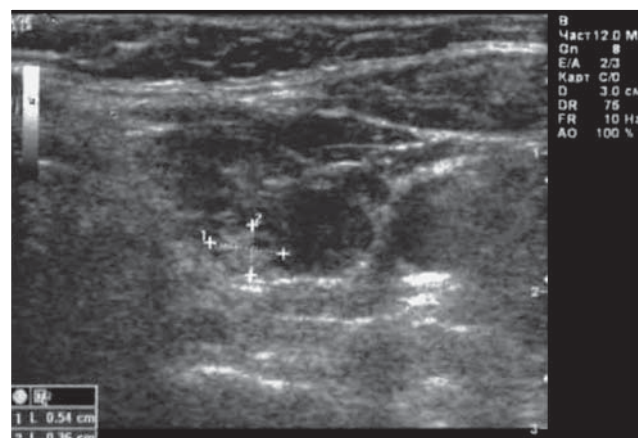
УЗИ щитовидной железы больной С. Узлы правой доли щитовидной железы.
